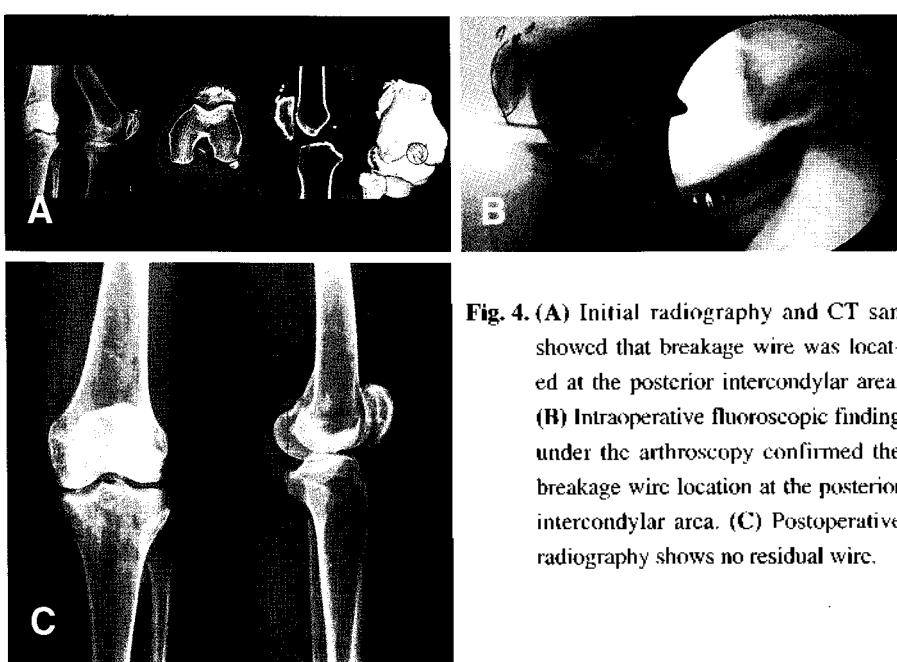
(A) Initial radiography and CT scan showed that breakage wire was located at the posterior intercondylar area. (B) Intraoperative fluoroscopic finding under the arthroscopy confirmed the breakage wire location at the posterior intercondylar area. (C) Postoperative radiography shows no residual wire.
